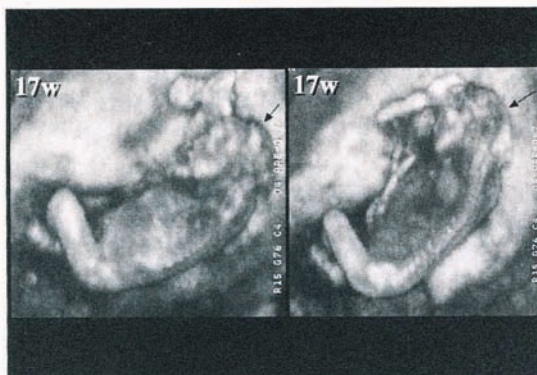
妊娠 17 週の無脳児の三次元超音波像。頭蓋骨の欠損 (矢印) が明瞭に認められる。
